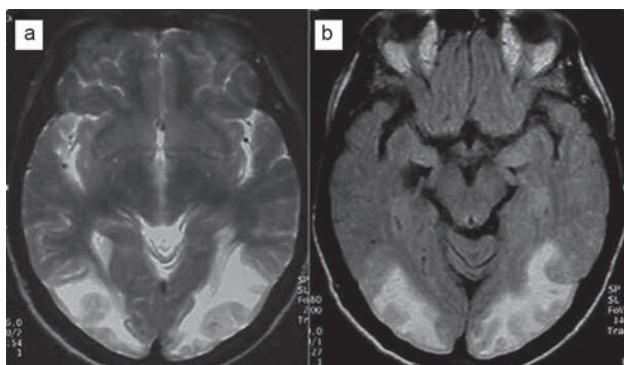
Imágenes características por resonancia magnética en secuencia T2 (a) y FLAIR (b) de síndrome encefalopatía reversible posterior.
